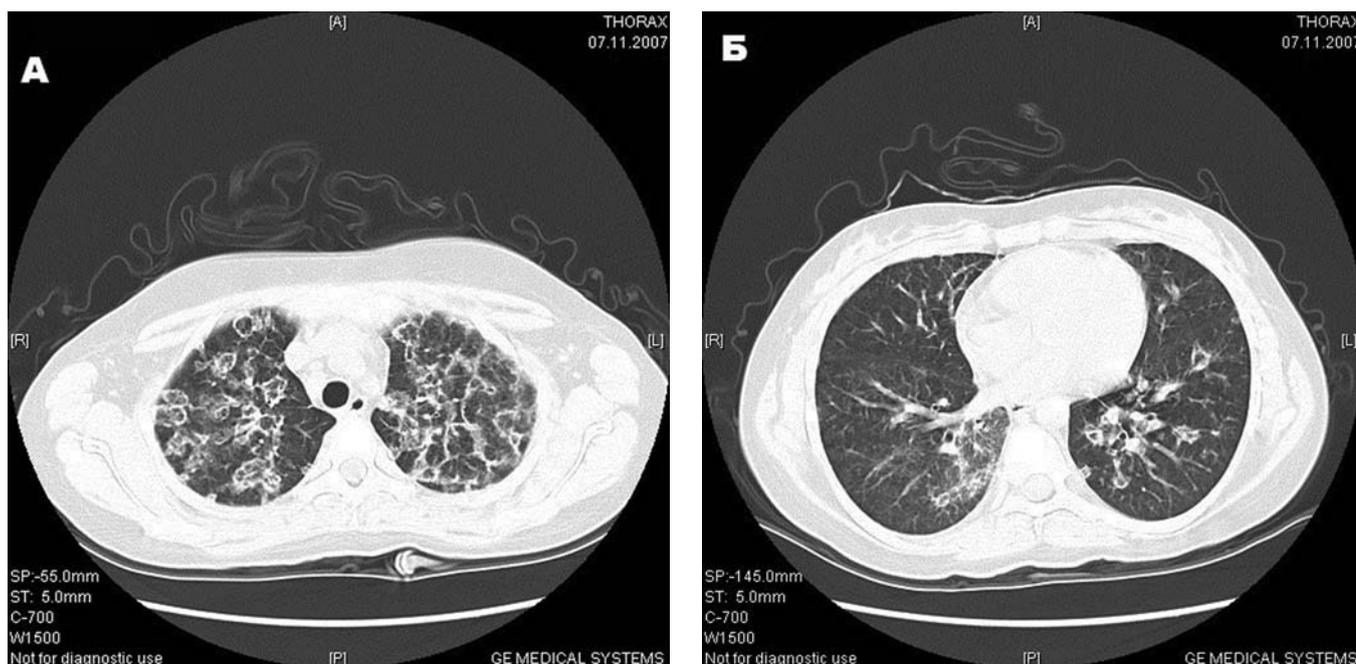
КТ легких пациентки Б.О.В. с признаками неспецифической интерстициальной пневмонии и инфекционного процесса: А — средние отделы; Б — нижние отделы
